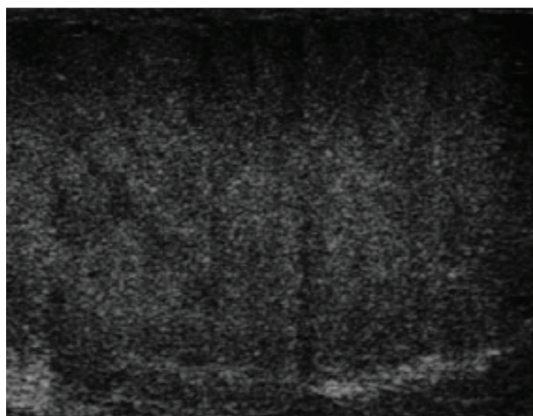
Ecografía testicular. Linfoma testicular.
